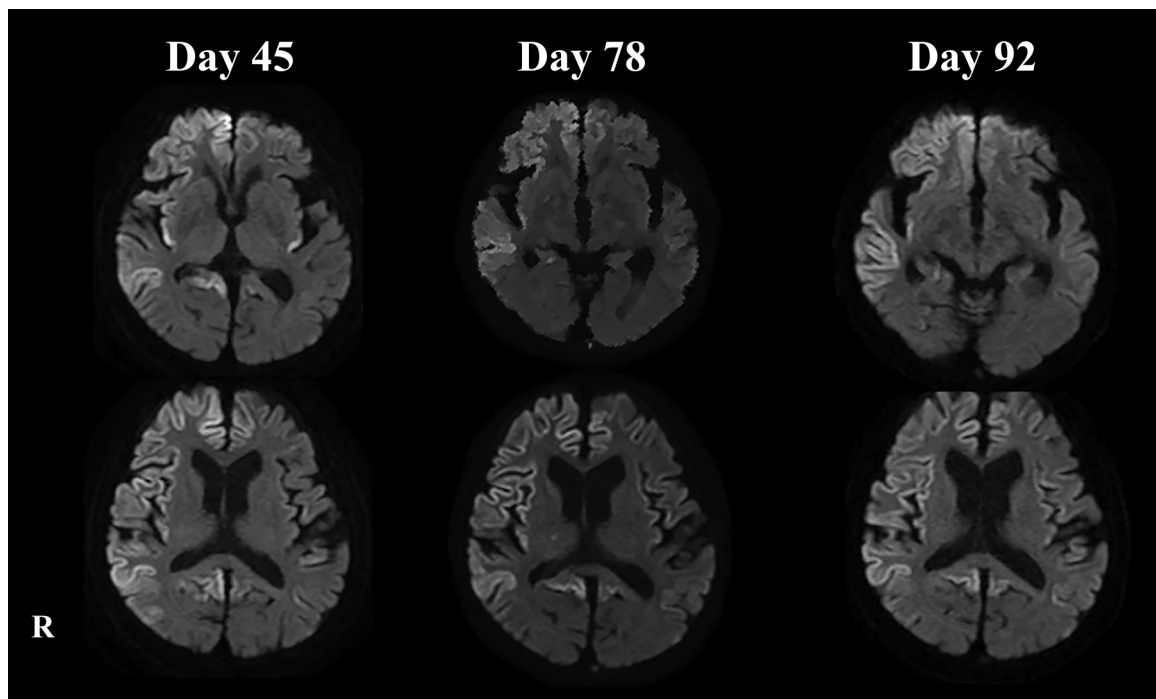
Axial views of brain MRI-DWI on hospital days 45, 78 and 92.
